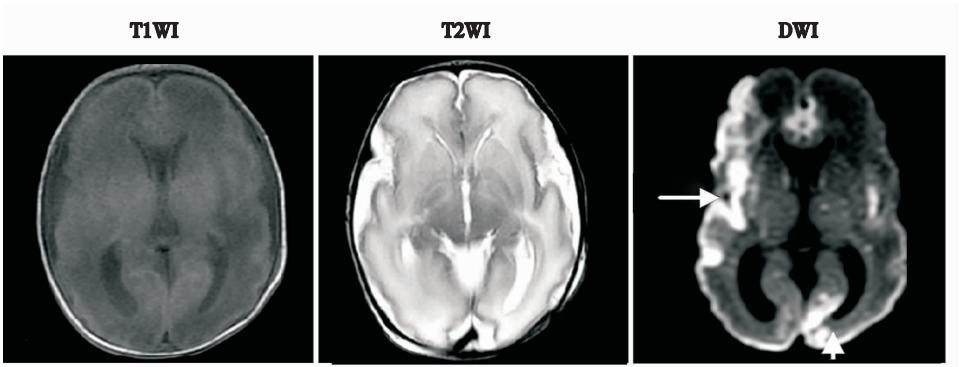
李斯特菌化脑患儿早期 MRI 表现 患儿,男,胎龄 30 周,日龄 18 h,病程 18 h。在 T1WI、T2WI 上未见明显变化,但 DWI 显示广泛的脑白质损伤,主要表现为右侧大脑半球、枕叶的皮层及皮层下广泛条状或片状高信号(箭头所示)。
